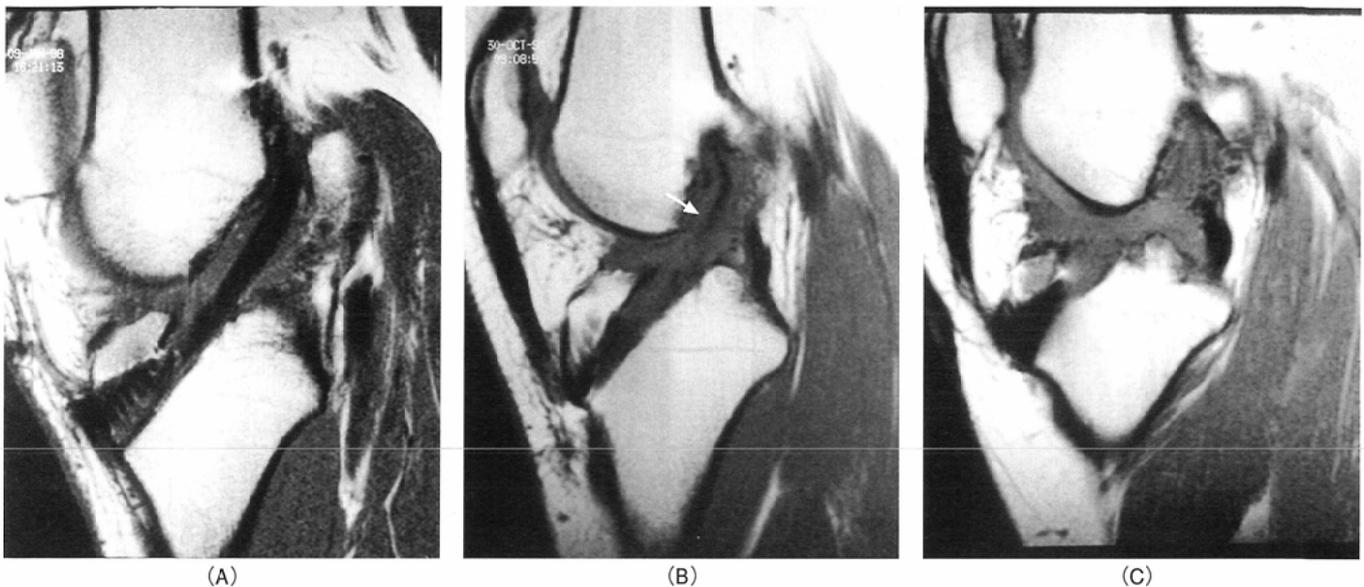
Classification of the MRI findings.
